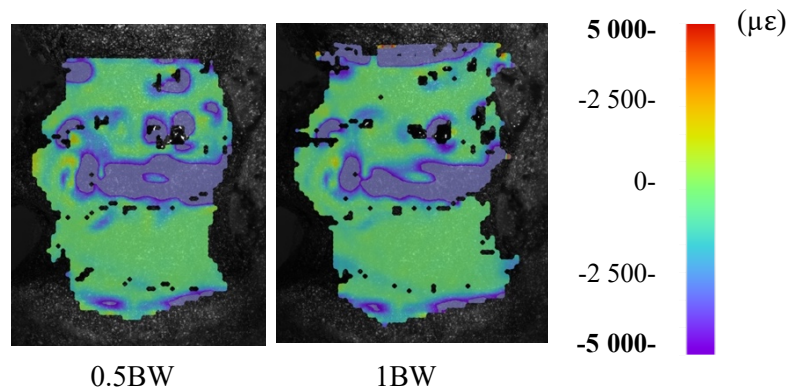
Provino #779, tratto T7-T10: a sinistra il SINS relativo alla vertebra metastatica T8; al centro la mappa di deformazioni del segmento vertebrale per le tre condizioni di carico: 0.5 BW, 1 BW, 1.5 BW e relativa scala di riferimento; a destra le immagini CT relative alla vertebra metastatica T8 in vista trasversale e dell'intero segmento in vista laterale.
